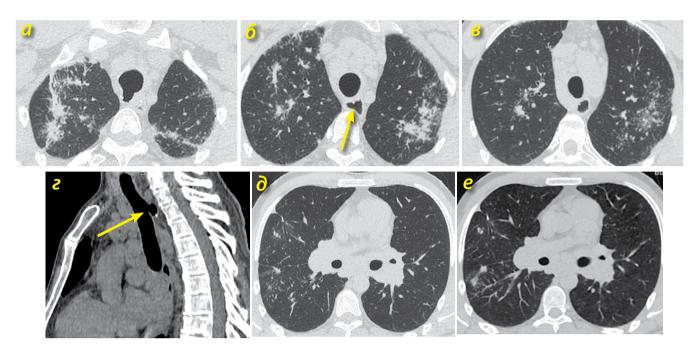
Больной К., КТ ОГК от 04.08.2015 г.: прогрессирование очаговых и интерстициальных изменений в легких: а-г – в верхне-средних отделах легких сливные очаги и участки инфильтрации паренхимы; множество гиперплазированных внутригрудных лимфоузлов переднего средостения; появился дивертикул в области операции (обозначен стрелками на рис. «б» и «г»);
